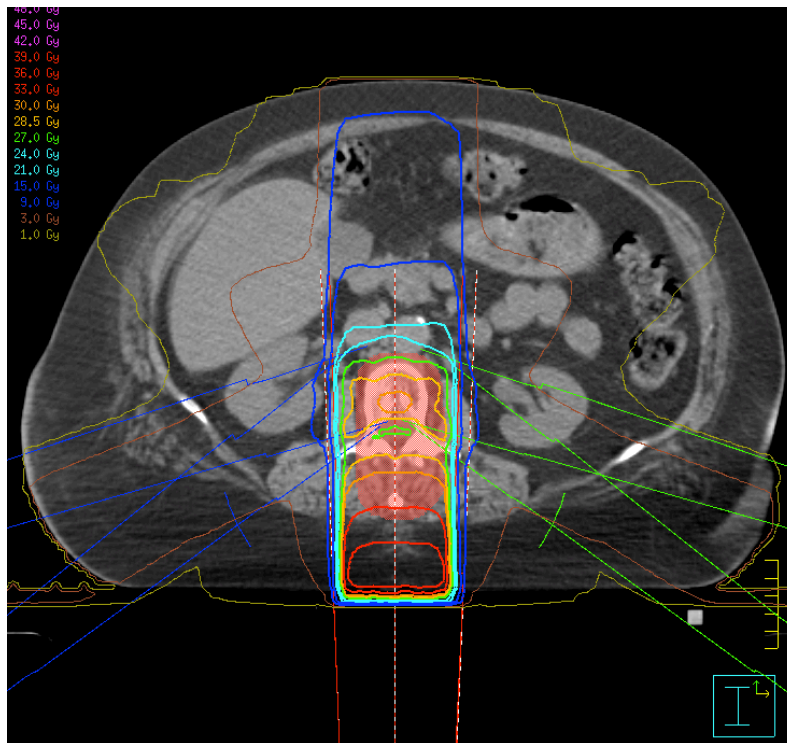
beispielhafte Dosisverteilung der 1F2R6-Technik im transversalen CT-Schnittbild. Die seitlichen blauen und grünen Linien stehen für die Einstrahlwinkel. Diese rotieren zwischen 105° und 125° bzw. zwischen 235° und 255° um die ventral des Spinalkanals gelegene PTV-Fläche.
